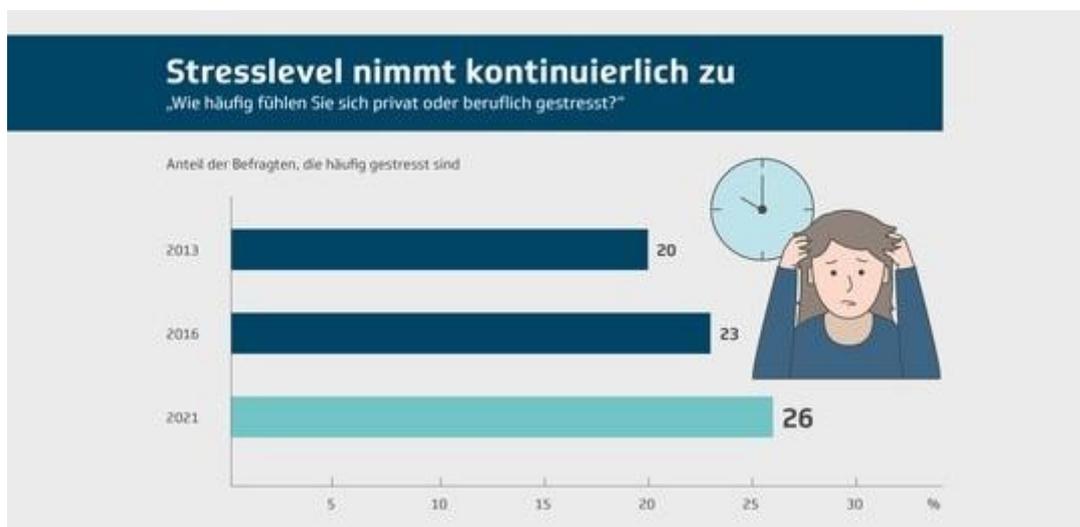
Stressanstieg (TK-Stressstudie 2021, S.3, 01.08.2022)
